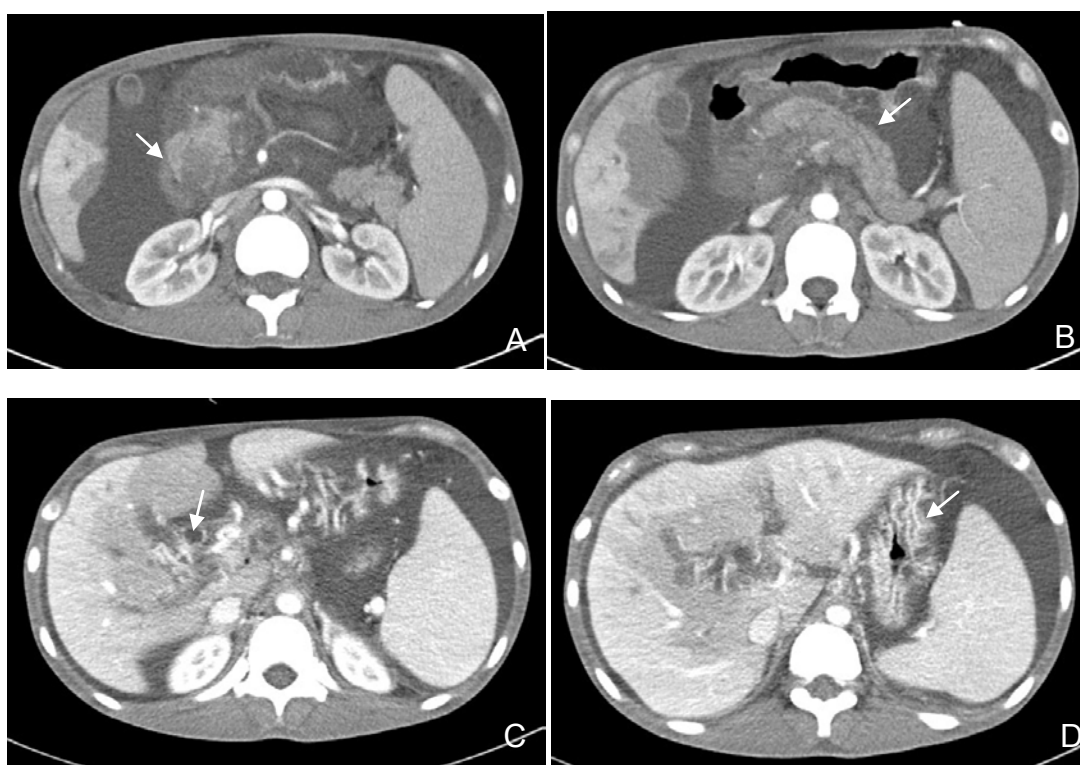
2019年4月29日腹盆增强CT+胰腺薄扫示胰头增大，密度强化不均匀，较前加重（A，箭头）；胰管轻度扩张（B，箭头）；门静脉主干及肝内分支充盈不清（C，箭头），门静脉海绵样改变；食道胃底及门静脉其它属支多发静脉曲张（D，箭头）。
